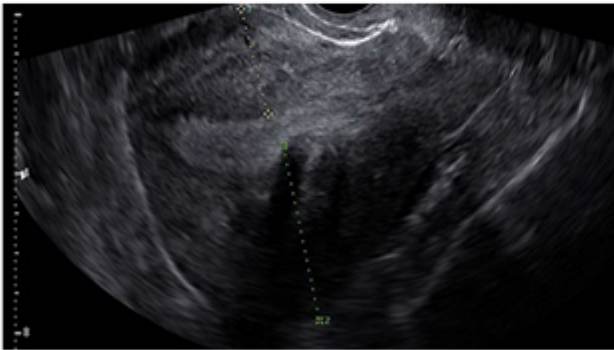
a. Ultrasonography—thick myometrium indicating adenomyosis
